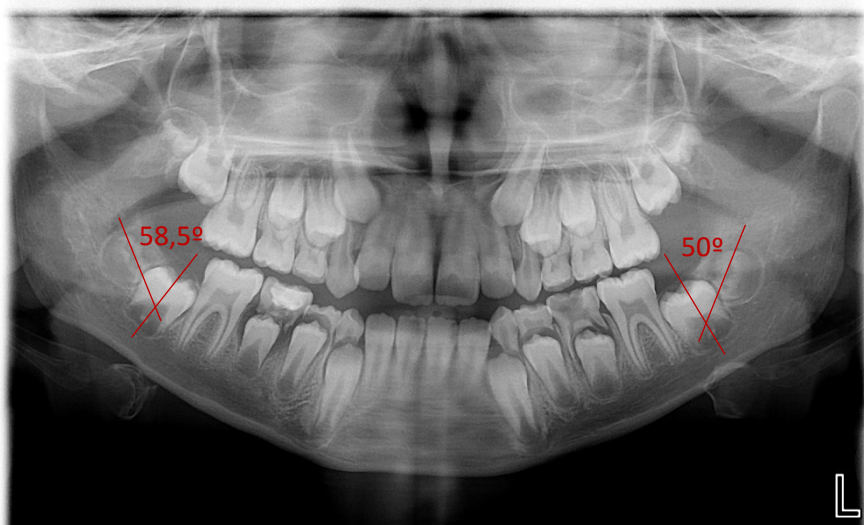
Radiografia panorâmica 2 anos antes, aos 9 anos Fonte: ICS-Viseu
